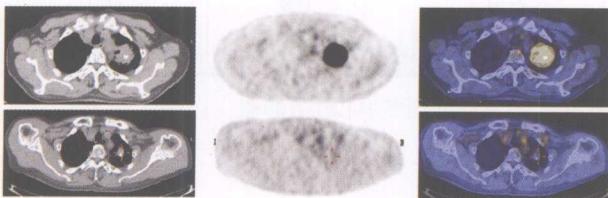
男性, 83岁, 左肺上叶尖段肺癌(上图), 伽玛刀治疗8个月后, ^{18}F -FDG PET/CT示病灶明显缩小, 未见放射性异常浓聚, 肿瘤灭活(下图)
